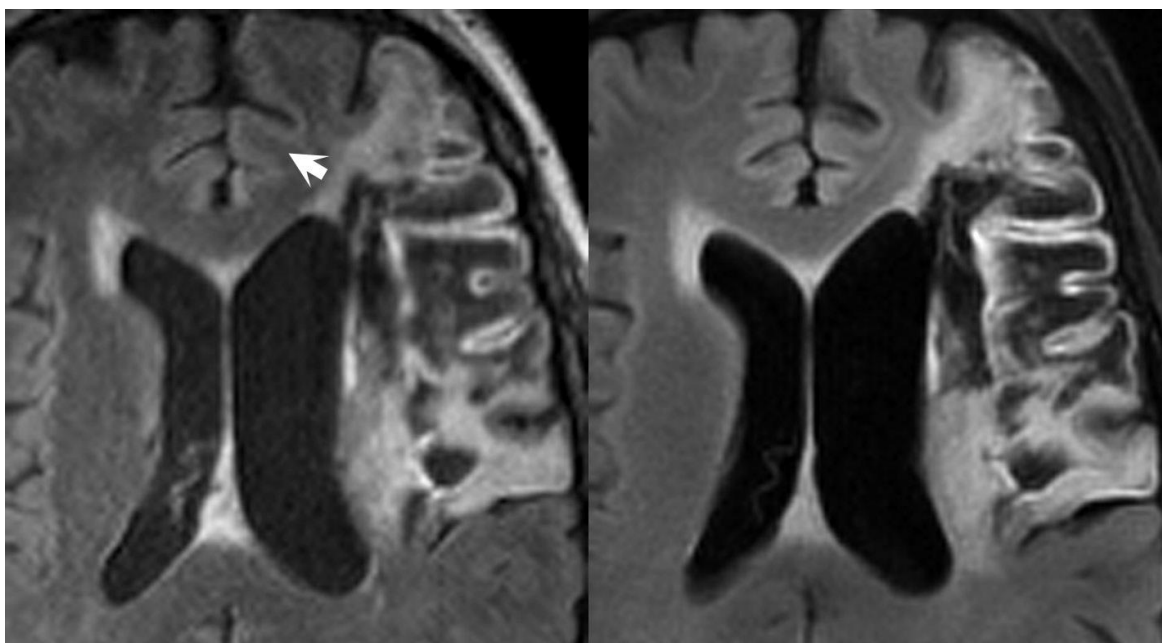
Зображення МРТ до та після зменшення товщини зрізу [18]
